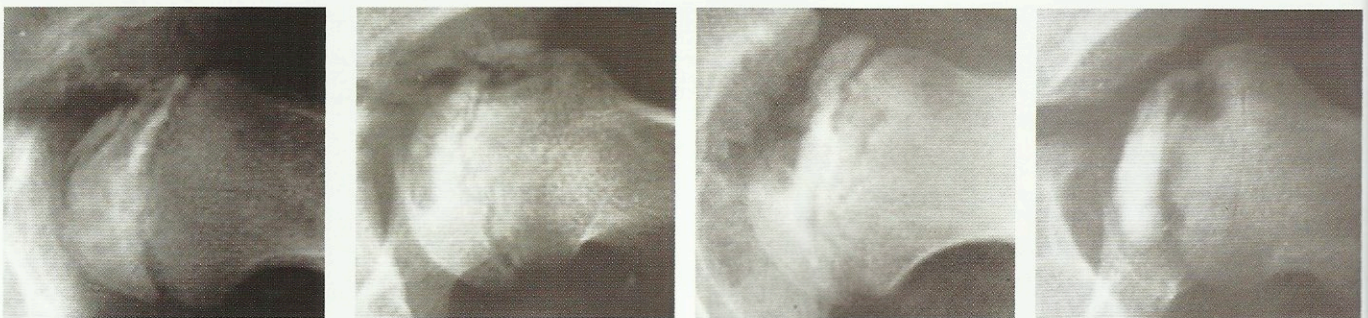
Classificazione radiografica della malattia di Legg-Calvè-Perthes secondo Catterall in 4 classi. La prognosi peggiora in funzione del coinvolgimento dell'epifisi prossimale del femore.
